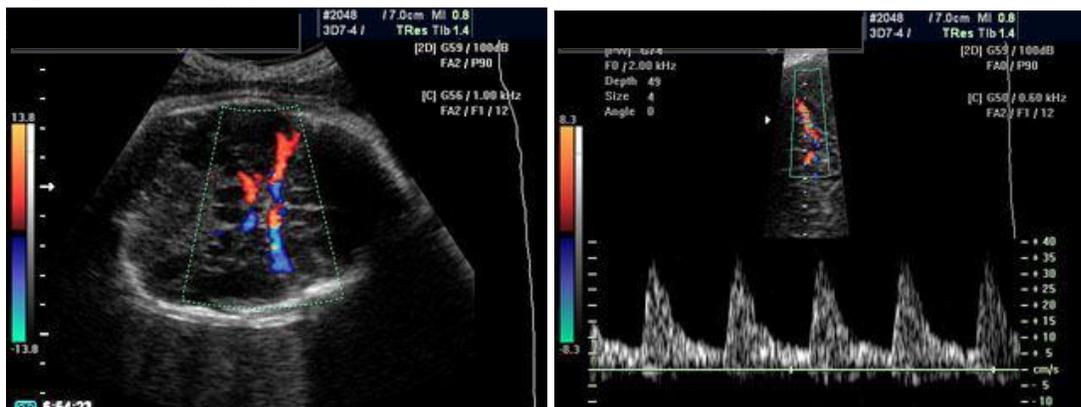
Dopplervelocimetria color e pulsada da artéria cerebral média.
